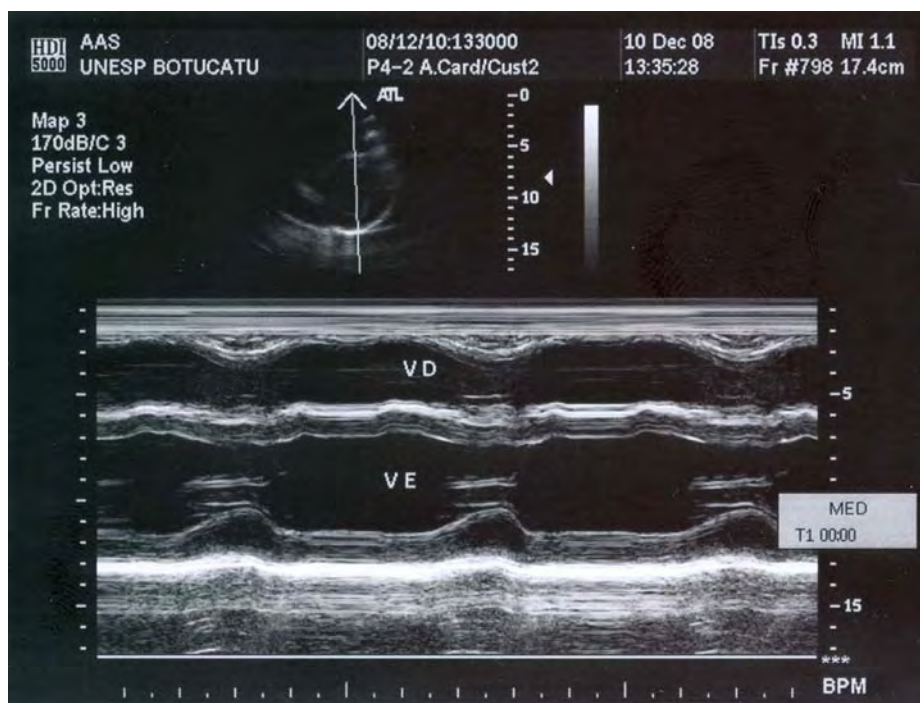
Ilustração de ecocardiograma obtido ao modo-M para medidas das estruturas do ventrículo esquerdo.
